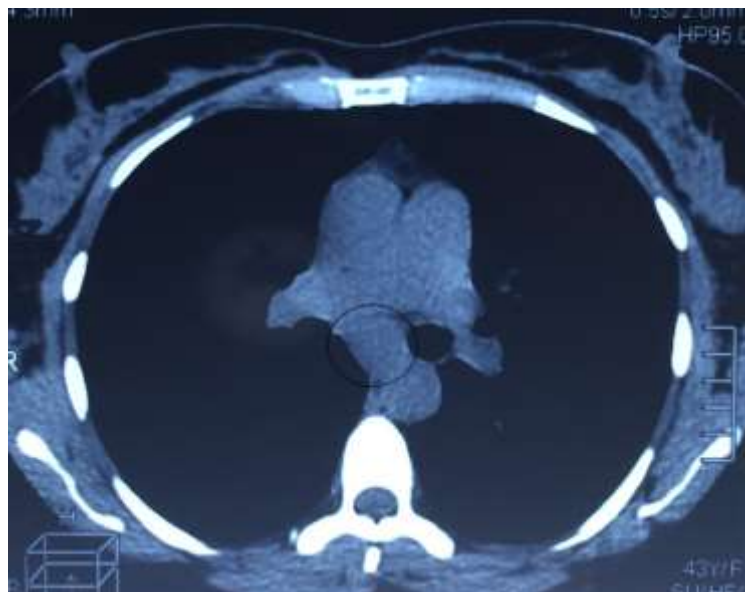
Компьютерная томограмма пациентки П. Опухоль обведена кружком.
